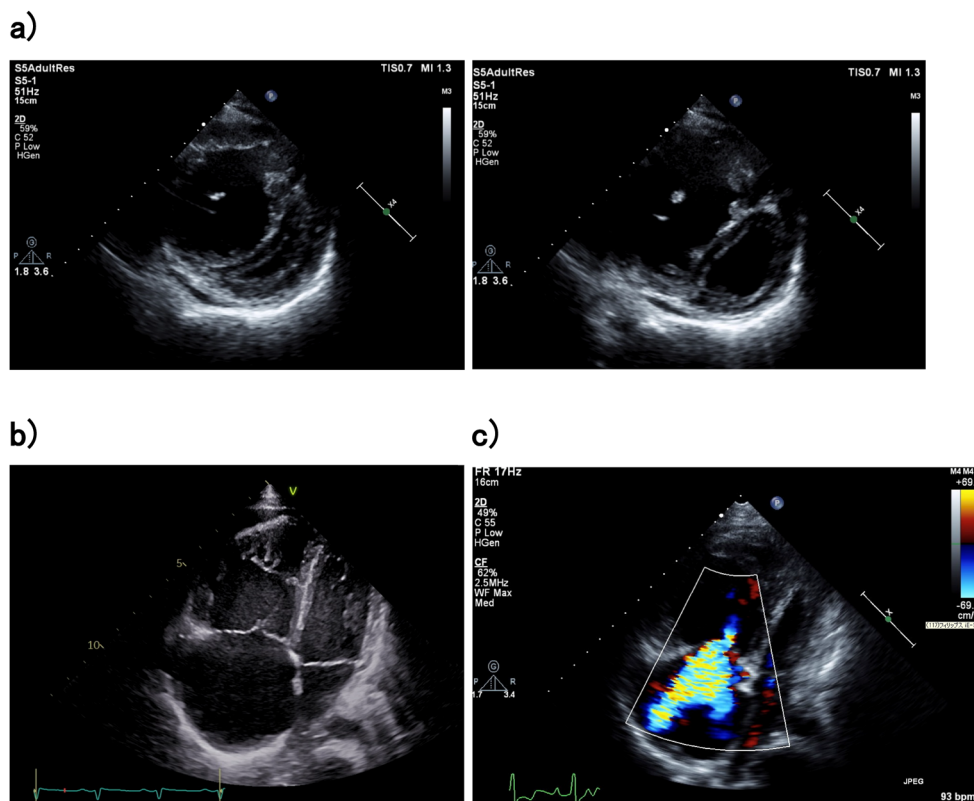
Echocardiographic findings in patients with severe PAH
